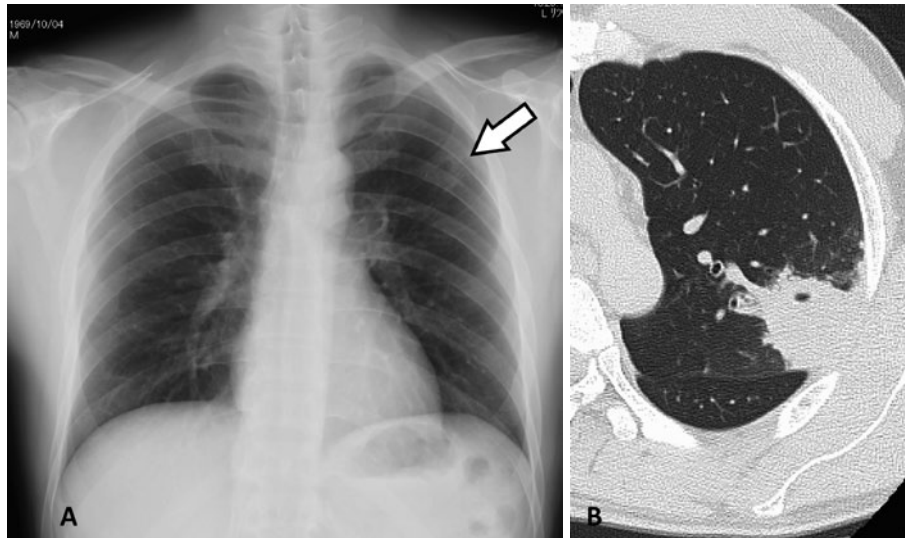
(A) A chest X-ray taken during the patient's initial visit to our department showed a cavitory lesion of approximately 35 mm in the left upper lung field (arrow). (B) Nonenhanced thoracic CT showed the air-space consolidation with a cavity of approximately 35 mm in the left S<sup>1+2</sup>.
